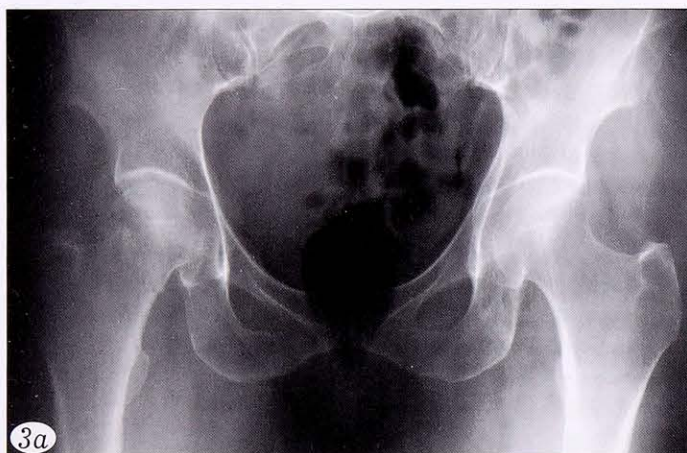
Рентгенограммы пациентки Н. при поступлении (а), в 1-е сутки (б) и через 3 мес (в) после операции.
